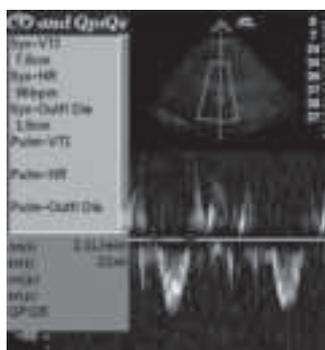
Avaliação com doppler pulsátil da via de saída do VE, para estimativa de débito cardíaco.
